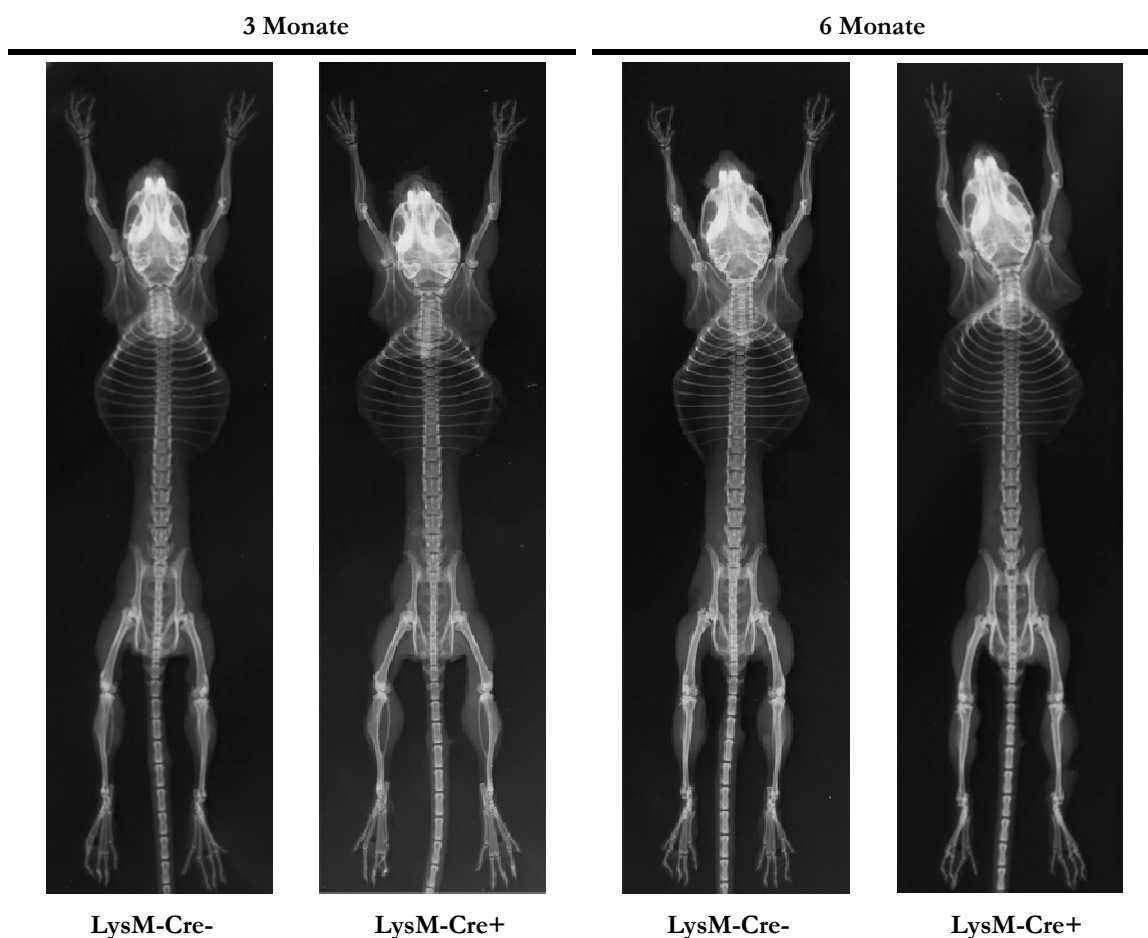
Röntgenaufnahmen der Skelette von *ApoE^{flox/flox}-LysM-Cre*-Mäusen.
